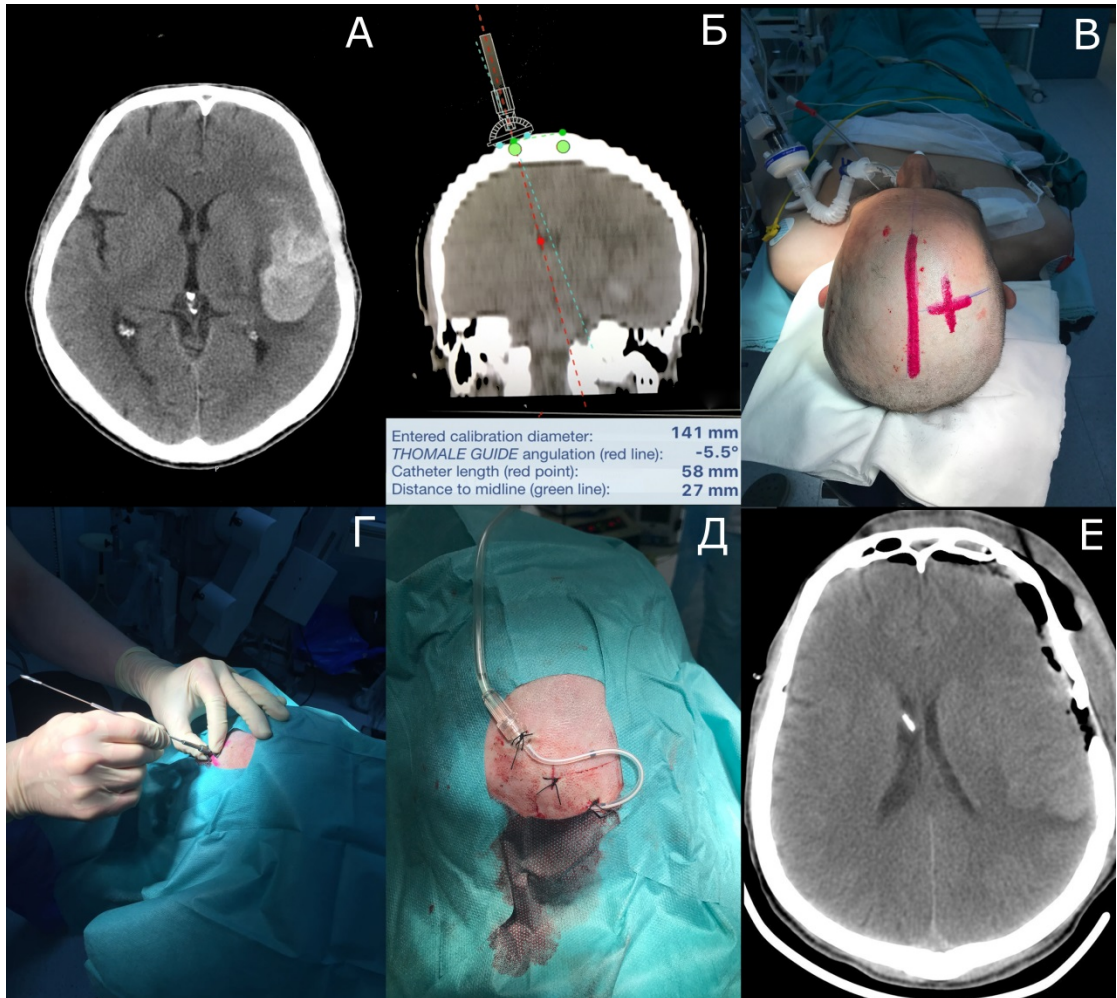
Установка НВД в передний рог правого бокового желудочка у пациента на 4-е сутки с момента САК из аневризмы левой СМА с использованием навигационного устройства Thomale Guide. А — аксиальная КТ головы в день поступления. Отмечается дислокация срединных структур 2 мм, внутримозговая гематома объемом 30 мл. Б — расчет параметров для планирования навигационной установки НВД с использованием программного обеспечения Thomale. В — нанесение измерений и выбор точки трепанации для установки НВД. Г — установка НВД через устройство Thomale Guide. Д — вид п/о раны. Е — КТ головы после операции.
